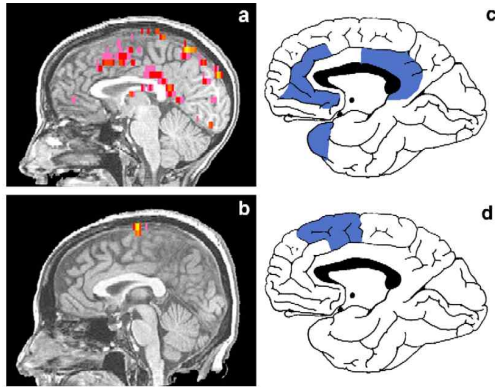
골프 초보자(a, c)와 엘리트 선수(b, d)의 MRI(Milton, Solodkin, Hluštík, Small, 2007)
